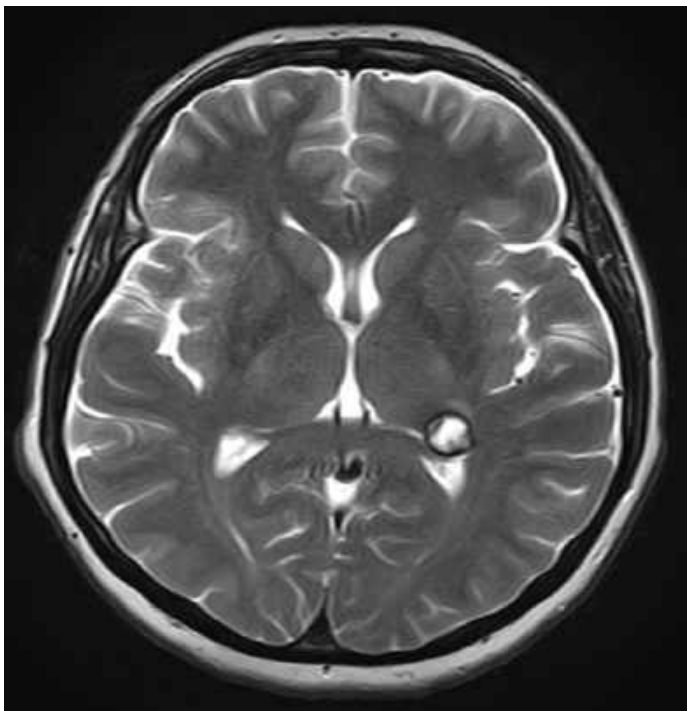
МРТ головного мозку в (T2 ЗЗ, аксіальний зріз). Кавернома базальних гангліїв (спостереження №26, хвора К-р, історія хвороби №819).
